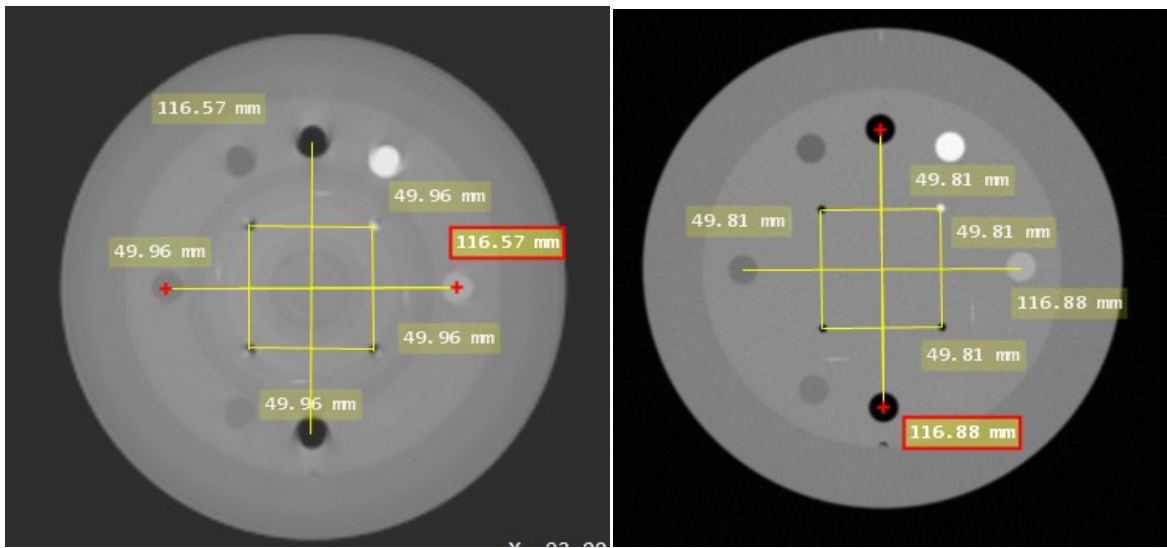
Déformation et linéarité de l'image OBI versus Scanner (CT).
